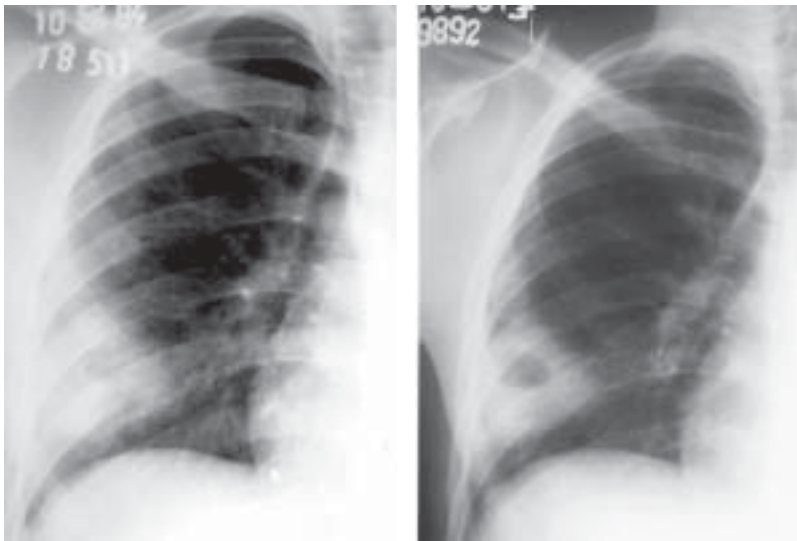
À esquerda, o spot da radiografia de tórax em PA mostra imagem circunscrita em terço inferior de hemitórax direito. Três dias após, nova radiografia (à direita) já mostra o nível hidroaéreo. Diagnóstico: abscesso de pulmão.
